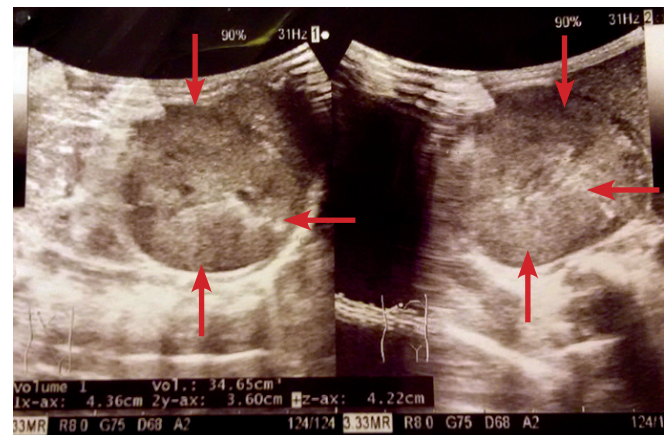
УЗИ новообразования правого надпочечника
